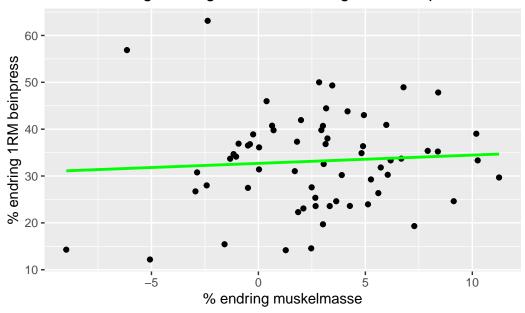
Figur som viser en lineær regresjonsmodell med endring i muskelmasse som prediktor variabel for endring i 1RM beinpress.
